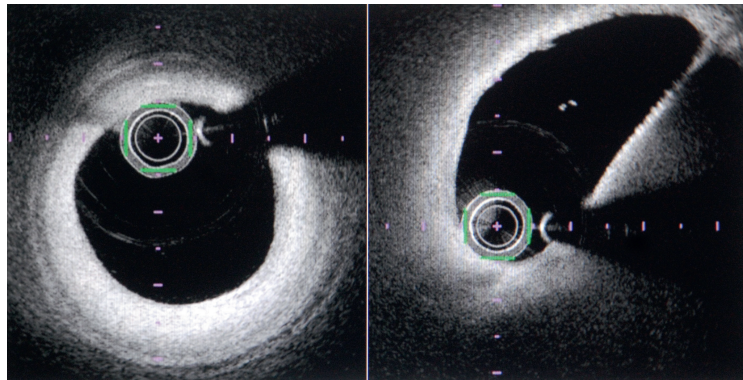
Images endocoronaires tomographiques par cohérence optique d'une connexion coronaire droite dans le sinus controlatéral avec un trajet préaortique. Panel A : trajet non ectopique ; panel B : trajet ectopique juxtaostial.
